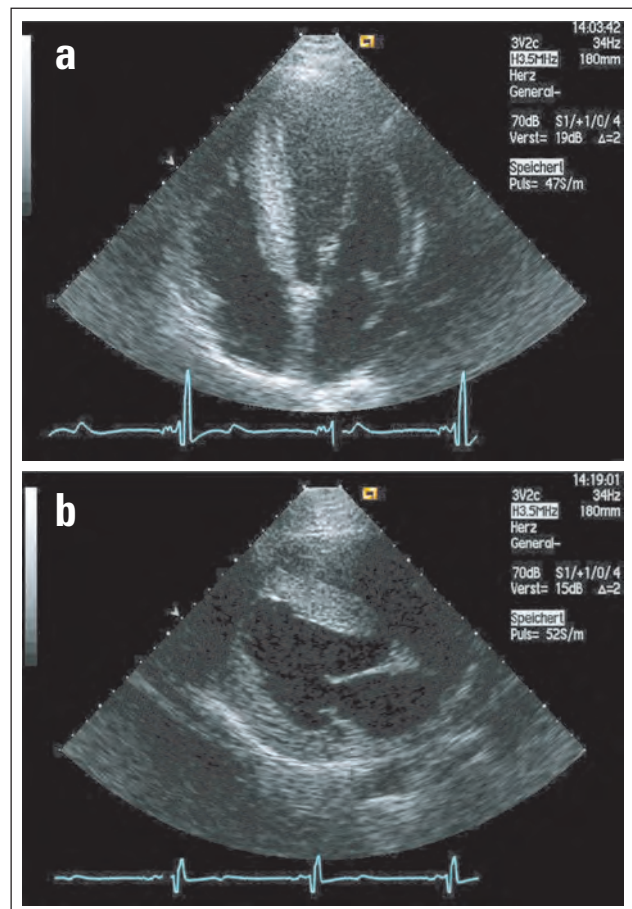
Transthorakale Echokardiographie (TTE): Im apikalen Vierkammerblick (a) und im parasternalen Längsschnitt (b) zeigt sich eine konzentrische LV-Hypertrophie ohne intraventrikuläre Gradienten.
